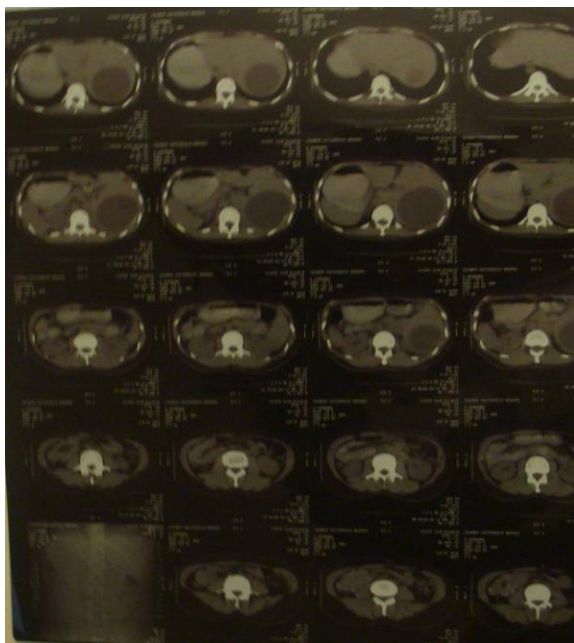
КТ-картина эхинококкоза VI сегмента правой доли печени.
